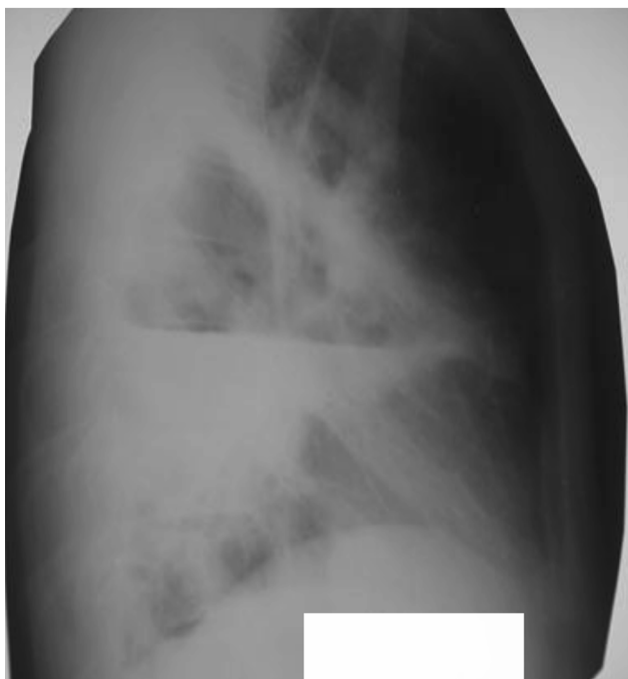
Правая боковая рентгенограмма грудной клетки пациента Л. Разрушены S2, S4, S6 правого легкого. В полости — уровень жидкости
